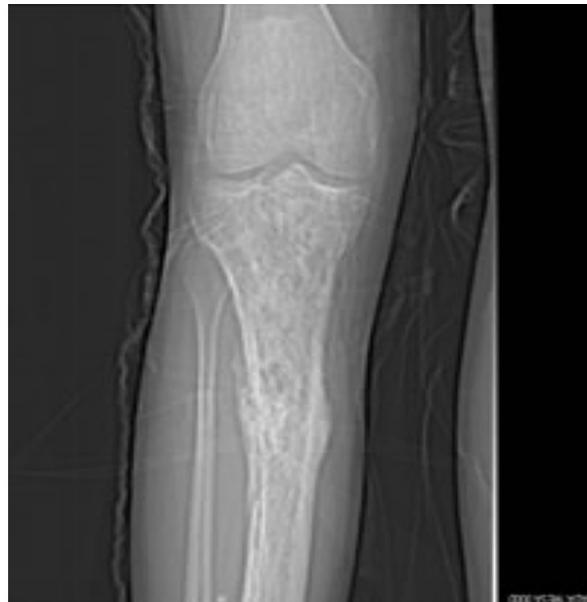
Tomografía axial computadorizada que muestra una lesión ósea que ha roto la cortical e infiltra las partes blandas
